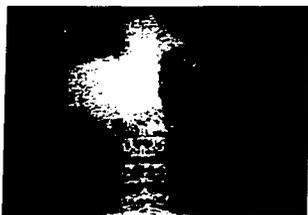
Radiografía simple de abdomen. Muestra gas intraperitoneal de predominio izquierdo, en la vejiga y los tejidos blandos.
